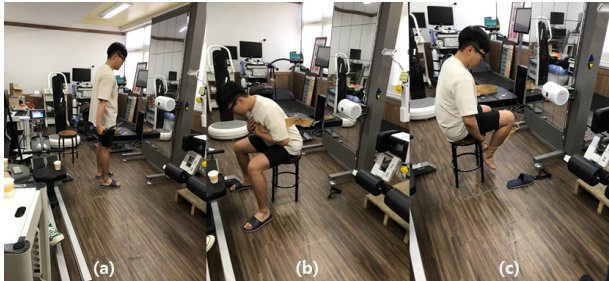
스마트 1RM 운동((a)상지운동, 체간운동, 하지운동)
